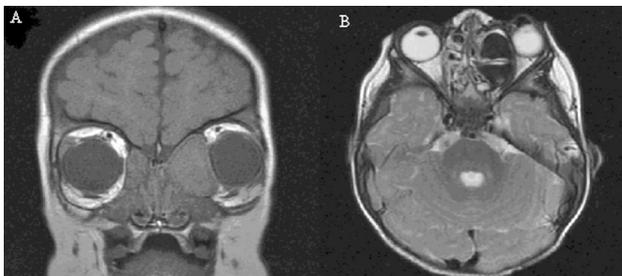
Imagen de RMN que muestra una expansión de celdillas etmoidales izquierdas con contenido quístico-proteico en su interior, con isoseñal en T1 (A) y marcada hiposeñal en secuencias T2 (B).
